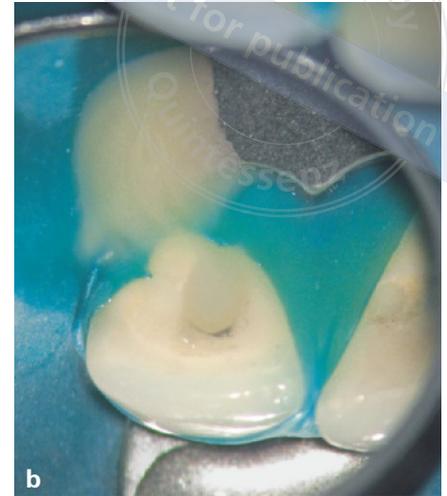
Zahn 26 mit symptomatischer apikaler Parodontitis und röntgenologisch suffizienter Wurzelkanalfüllung
